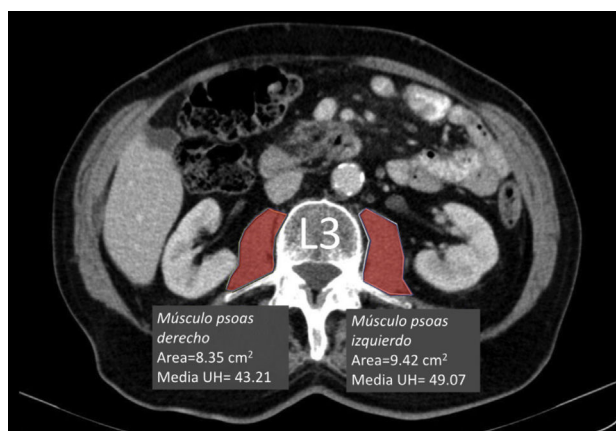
Obtención de los datos en el TC en ambos músculos psoas a nivel de L3 para el posterior cálculo del HUAC.
